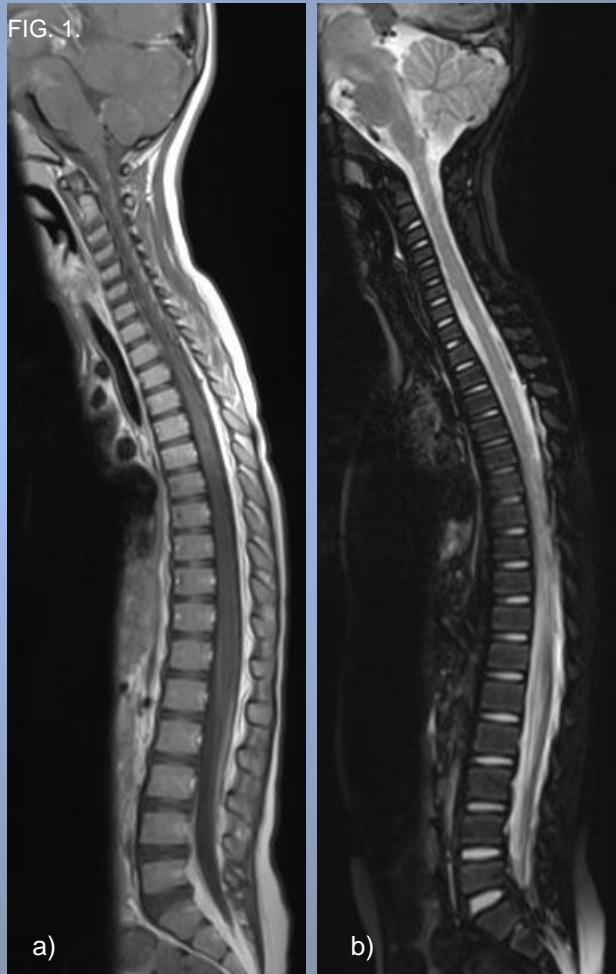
RM de columna total en paciente sin patología. a) TSET1 adquisición sagital, b) secuencia potenciada en T2 STIR.
